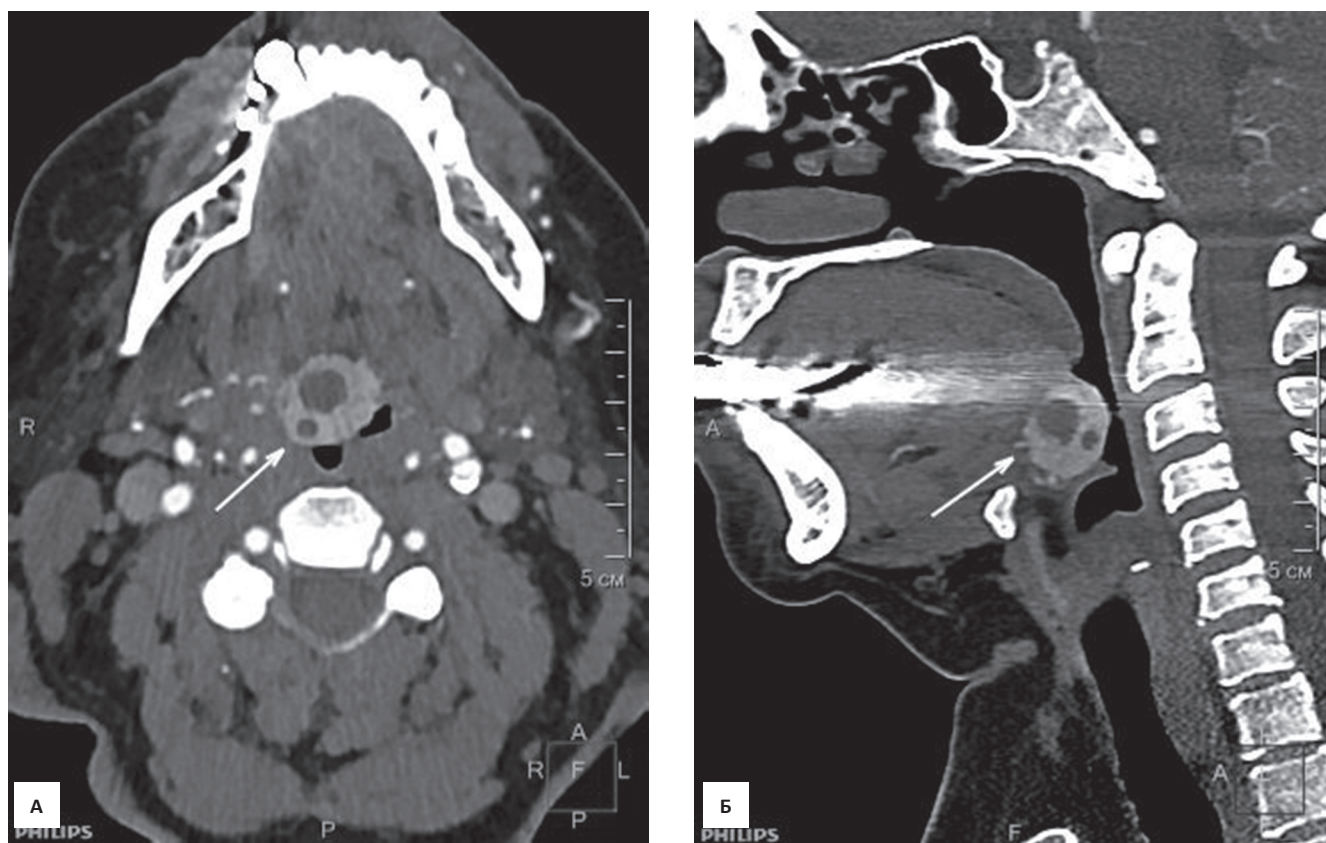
Компьютерная томография шеи, постконтрастное исследование – артериальная фаза контрастного усиления, аксиальная (А) и сагиттальная (Б) проекции: неоднородной структуры дополнительное образование в корне языка, активно накапливающее контрастный препарат (стрелки)
